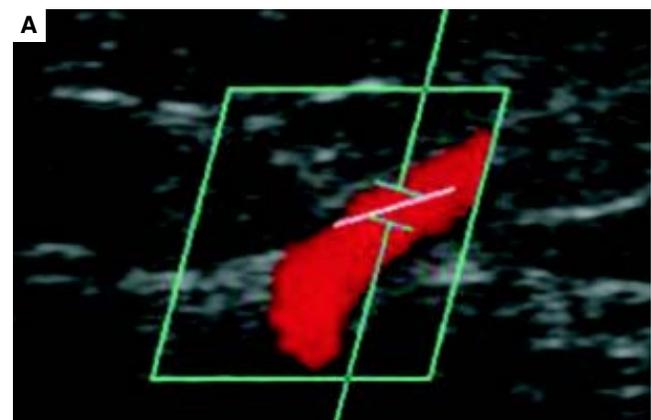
Ultrasonido Doppler de vena perforante incompetente.
